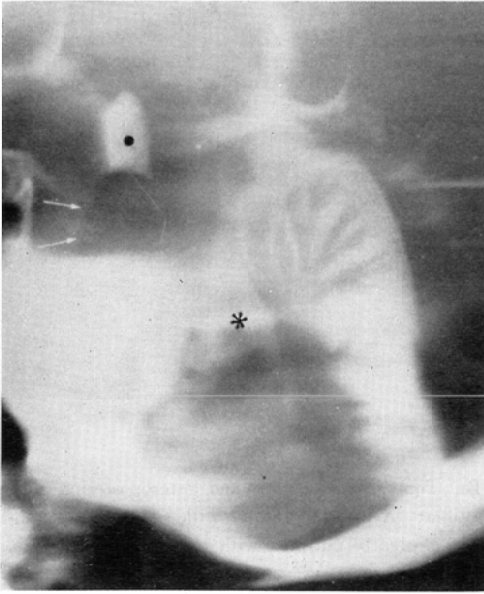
Case 17. Cerebellar atrophy. Tomography, lateral projection: There is marked atrophy of the cerebellar vermis. The fourth ventricle (\*), prepontine (↑) and interpeduncular cisterns (●) are also seen.
